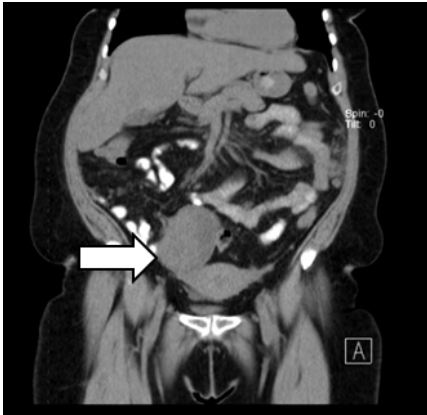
Imagen de tumor en ovario derecho señalada por flecha, en vista anteroposterior de tomografía abdominopélvica con contraste.
